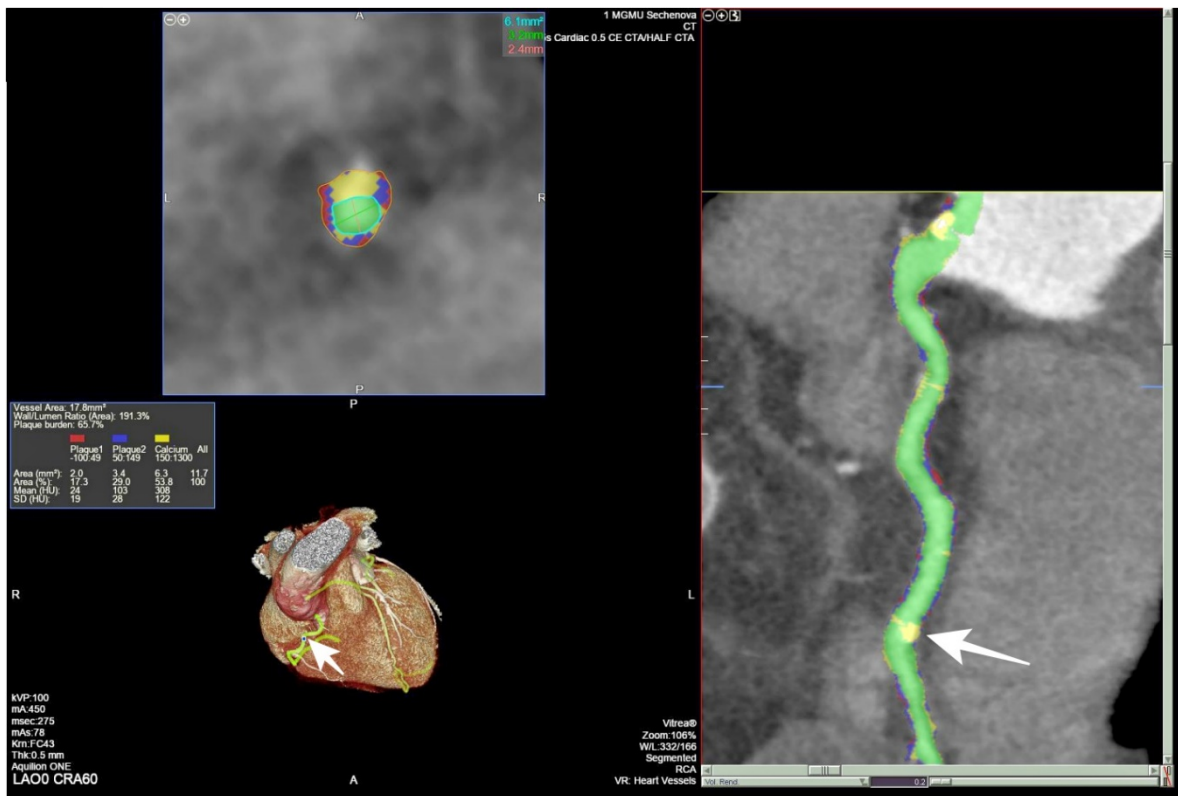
МСКТ-КАГ пациента Н., 62 лет. Правая коронарная артерия. Смешанная атеросклеротическая бляшка (стрелка), количественное определение ее состава на поперечном срезе артерии в зоне бляшки. Зеленым цветом выделен проходимый просвет артерии, желтый цвет – депозиты кальция, синий цвет определяет наличие фибрина, красным цветом обозначен липидный компонент бляшки.
